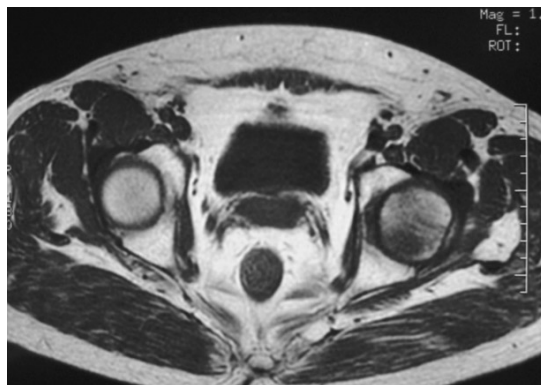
RM SE T1 axial de pelvis. Pequeño foco de edema óseo en cabeza femoral izda. Hipointenso en SE T1.
